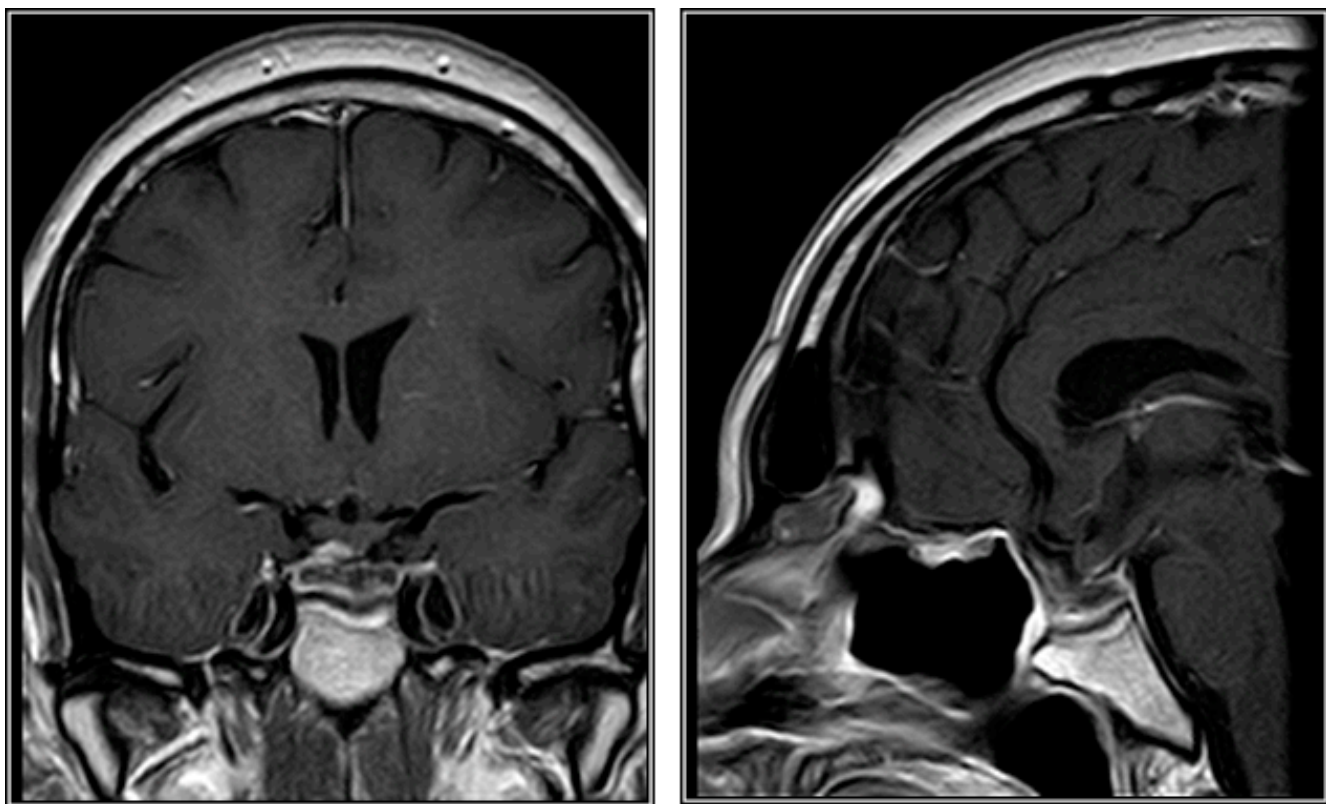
Imágenes coronal y sagital de RM postoperatoria, secuencias T1 con contraste intravenoso. Cambios postquirúrgicos en región selar, sin clara evidencia de resto tumoral. Quiasma y nervios ópticos descomprimidos y en posición original.
